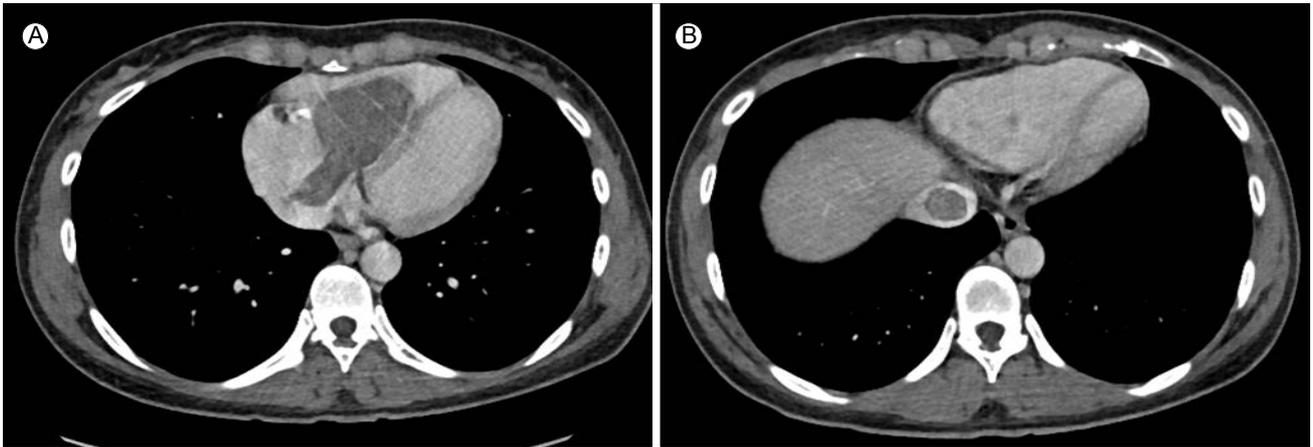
Cardiac computed tomography. (A) Intravenous Leiomyomatosis extended to the right atrium and right ventricle. (B) Intraluminal filling defect in the inferior vena cava.
